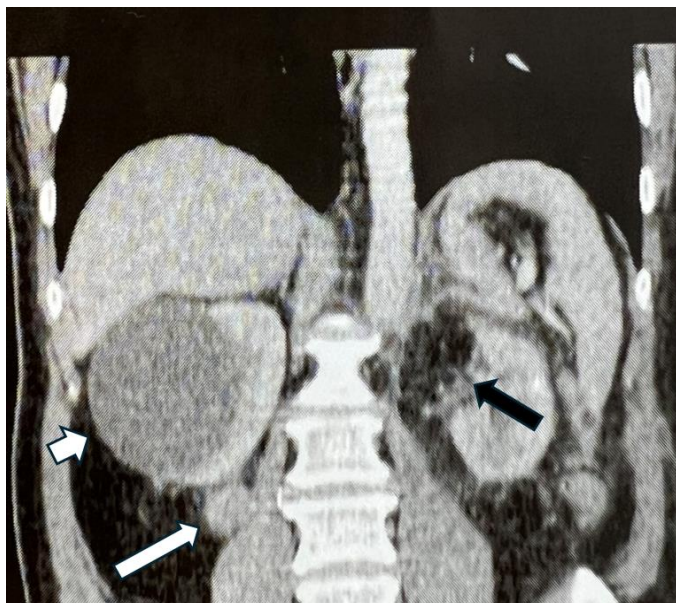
TC do abdome superior, corte coronal, com administração de contraste iodado intravenoso, realizada com 4 semanas para controle pós-operatório de NP à esquerda. A seta preta demarca o leito cirúrgico e a preservação do parênquima à esquerda. À direita, a seta branca curta aponta o volumoso cisto renal no terço superior e a seta branca longa indica a formação neoplásica primária no terço inferior. Fonte: arquivo médico.
